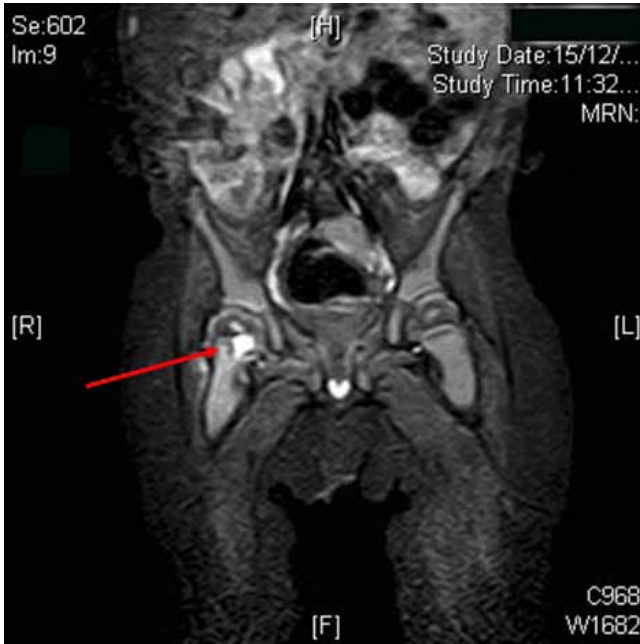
Resonancia magnética nuclear
